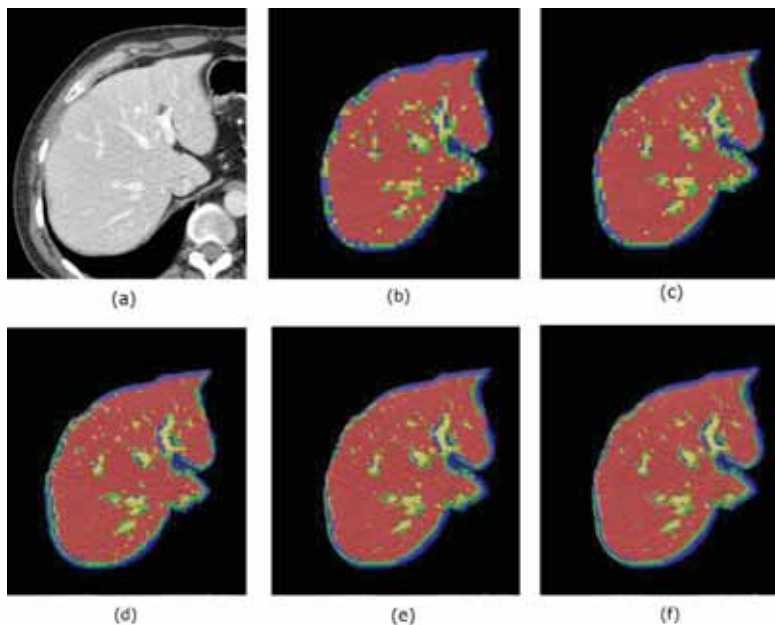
(a) Original CT image (b) Results of region characterization via eigenfaces method with 5x5 pixel area, (c) 4x4 pixel area, (d) 3x3 pixel area, (e) 2x2 pixel area, (f) 1x1 pixel area.
